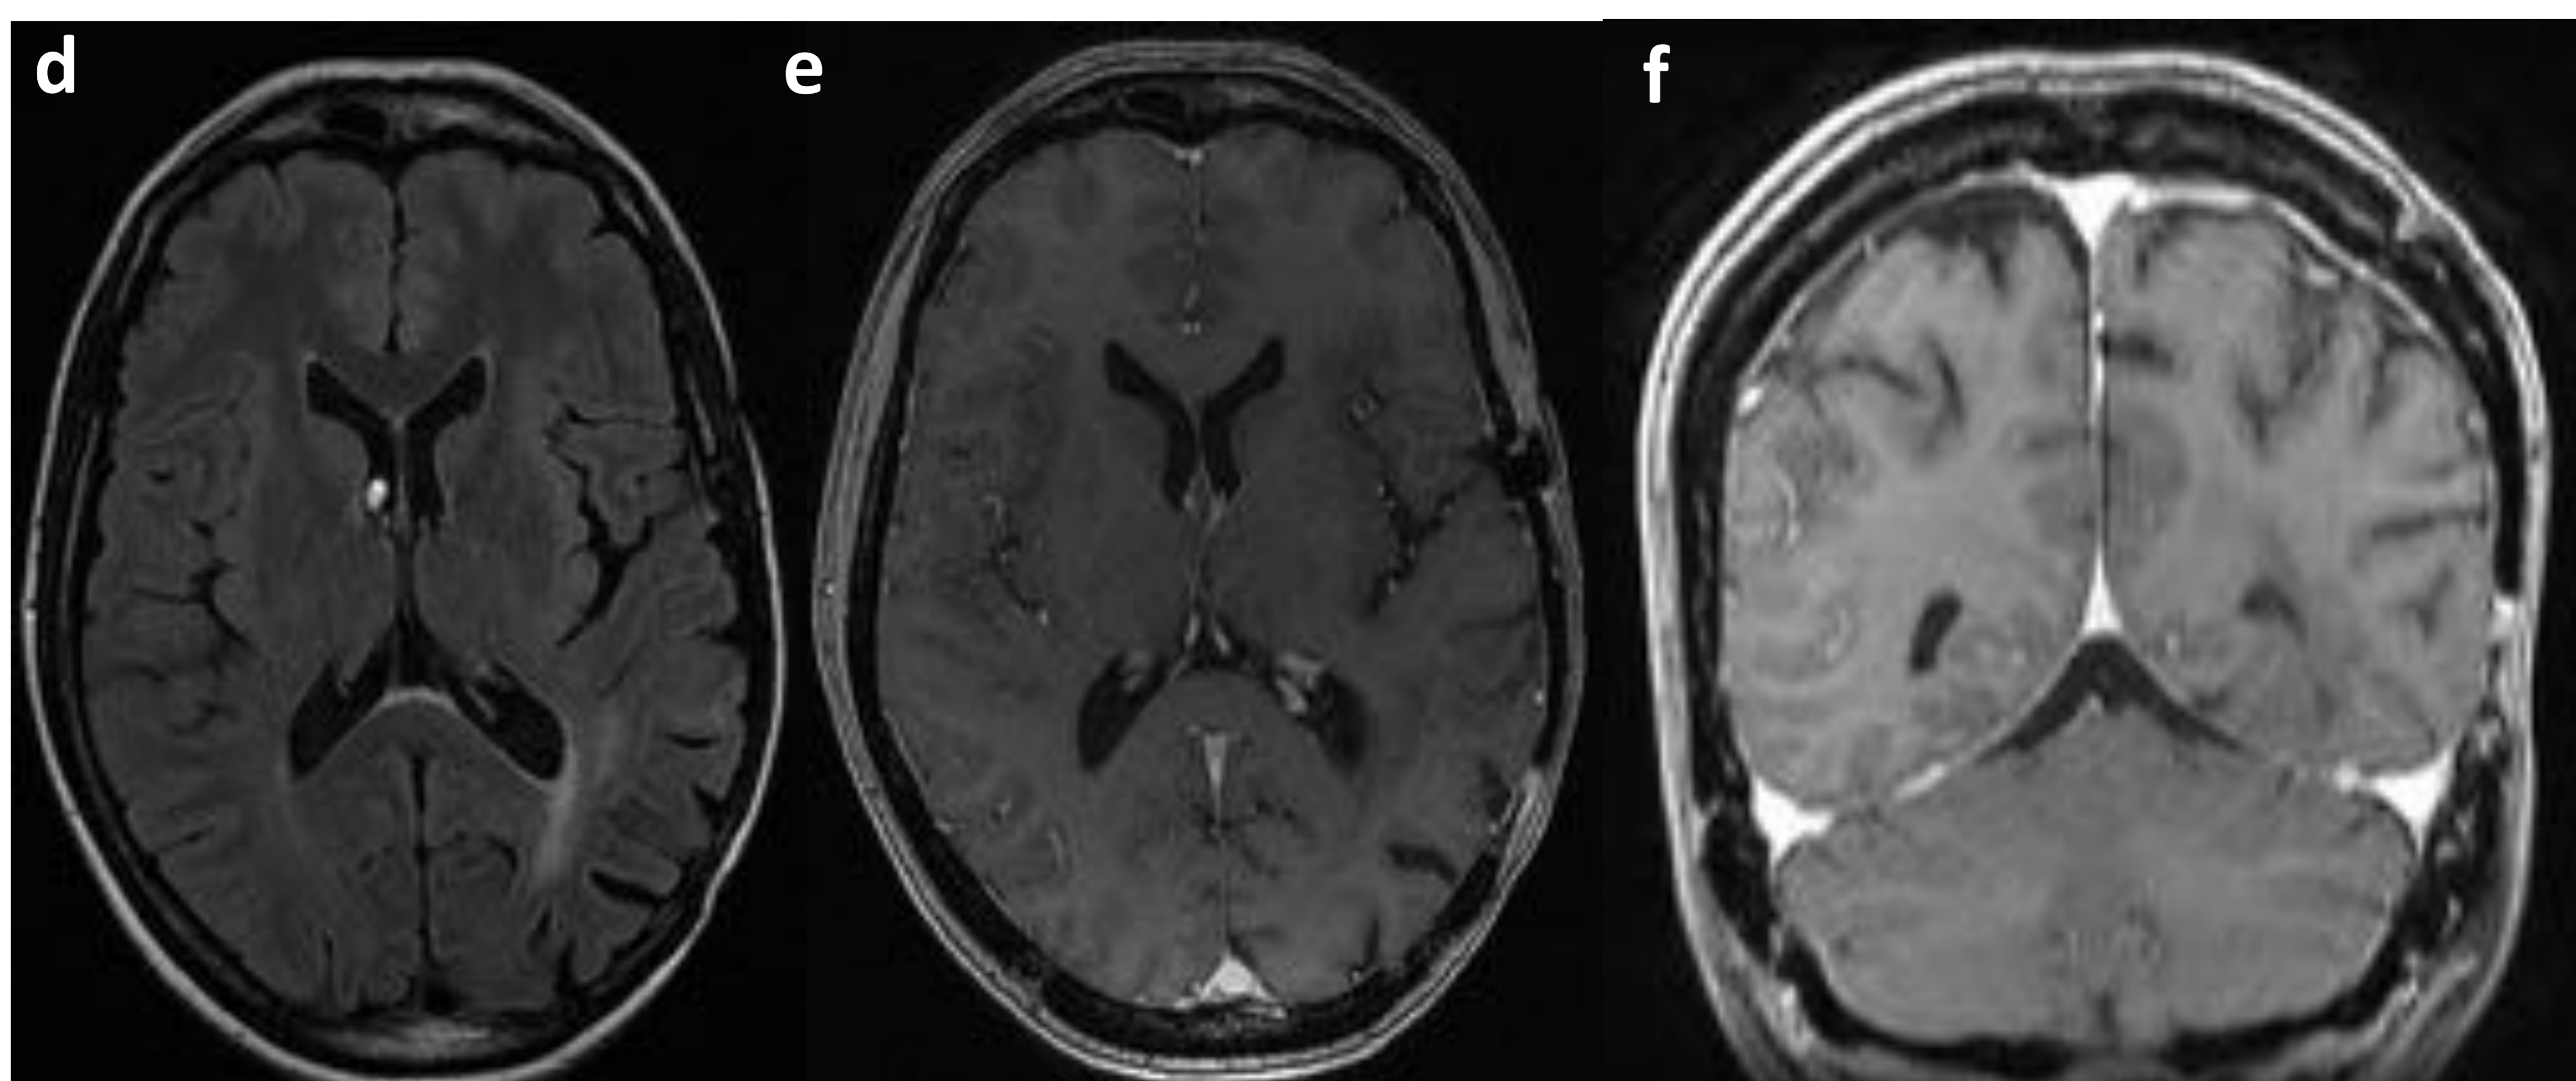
Paciente 5: RM de control a los 4 meses. d) FLAIR, e) y f) T1 con contraste en el plano axial y coronal, respectivamente. Resolución de la afectación cortical asociada a síndrome SMART.
